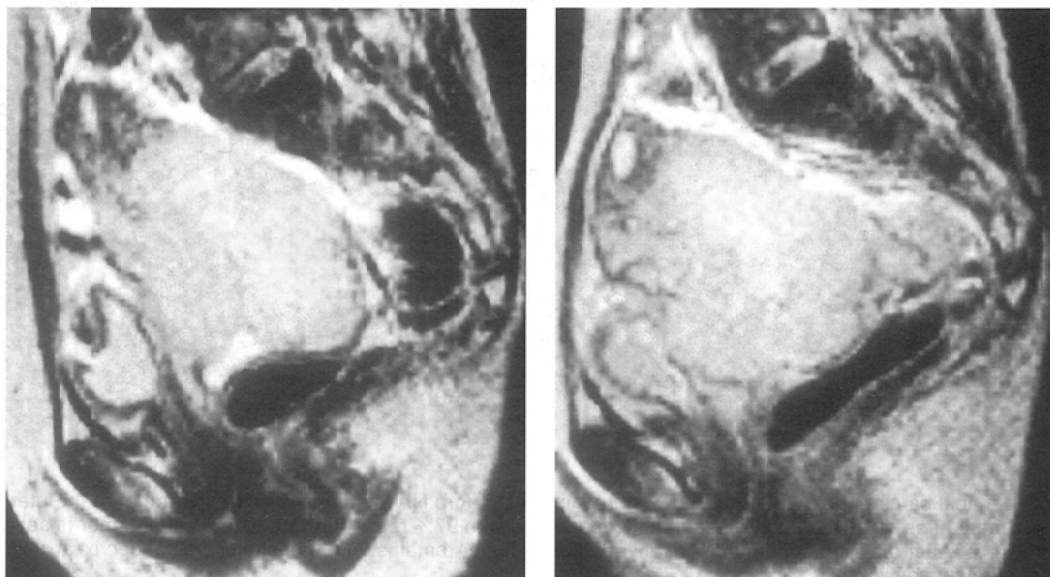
A 57-year-old woman with cervical carcinoma. (A) Sagittal T2-weighted images before NA-C show that uterine cervix is entirely replaced by huge hyperintense tumor with myometrial invasion. (B) After the second course of NA-C, the size of tumor is increased. Reduction rate is 14%. This patient has been treated by radiotherapy after the second course of NA-C.
